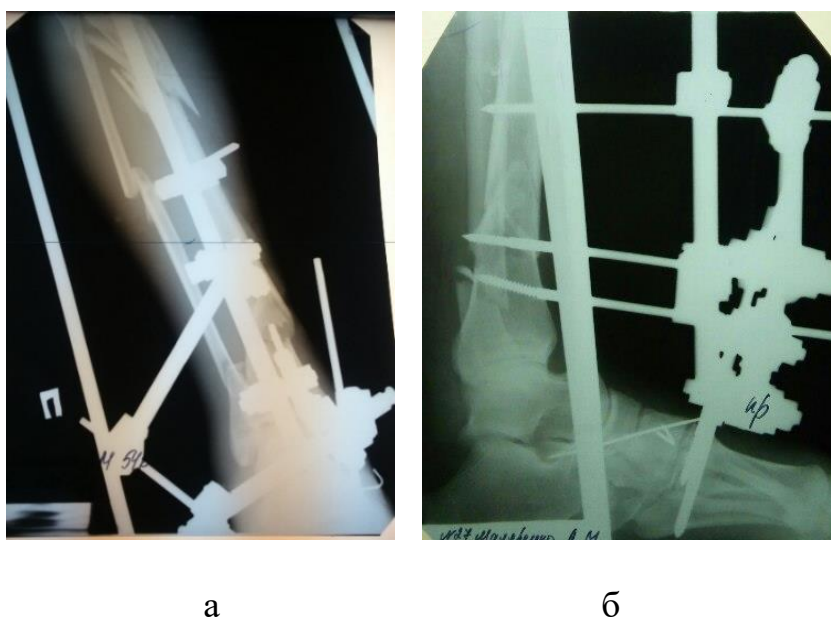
(а, б) Фотовідбиток рентгенограм кісток правої гомілки в АЗФ у двох проекціях
